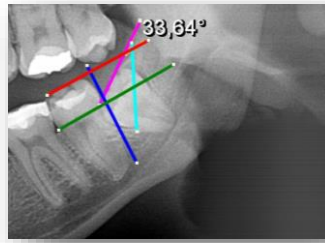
Análise de radiografia panorâmica com o software SIDEXIS 4, versão 4.2 da Dentsply Sirona®
